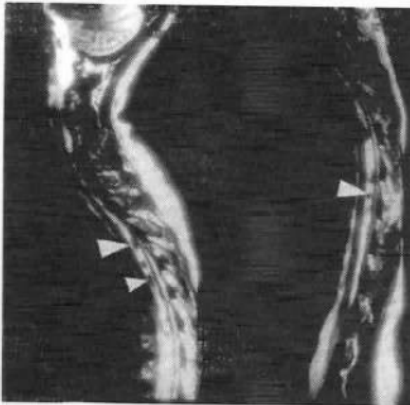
RMN de columna dorsal (1995) en secuencia T2, corte sagital: se observa dilatación de venas perimedulares (flecha).
